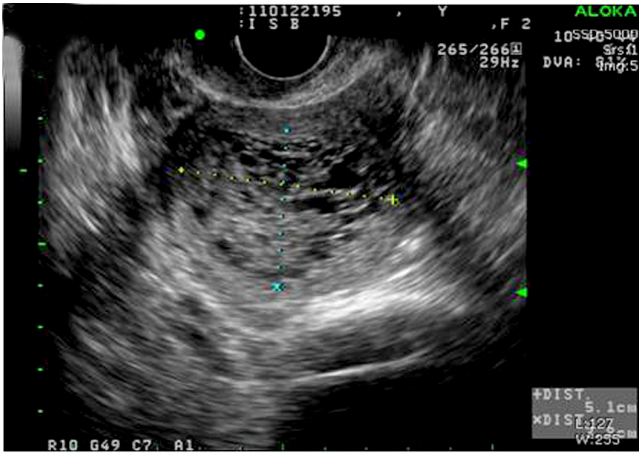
A mixed echogenic mass of 6.3×4.4 cm which is mimic to Hydatidiform mole in transvaginal ultrasonogram.
